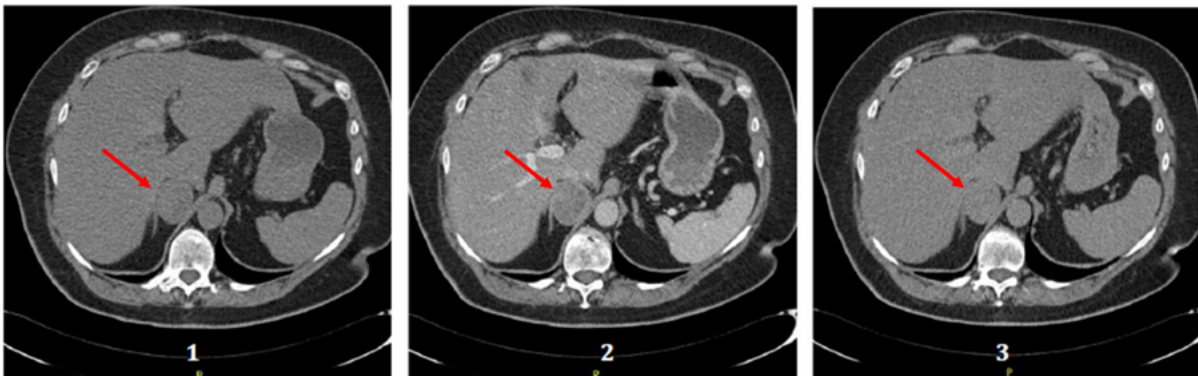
TC con mdc ed acquisizione in 3 fasi. 1 acquisizione diretta; 2 acquisizione in fase precoce a distanza di 60 secondi dall'iniezione del mdc; 3 acquisizione tardiva a distanza di 10-15 minuti dalla somministrazione del contrasto.
